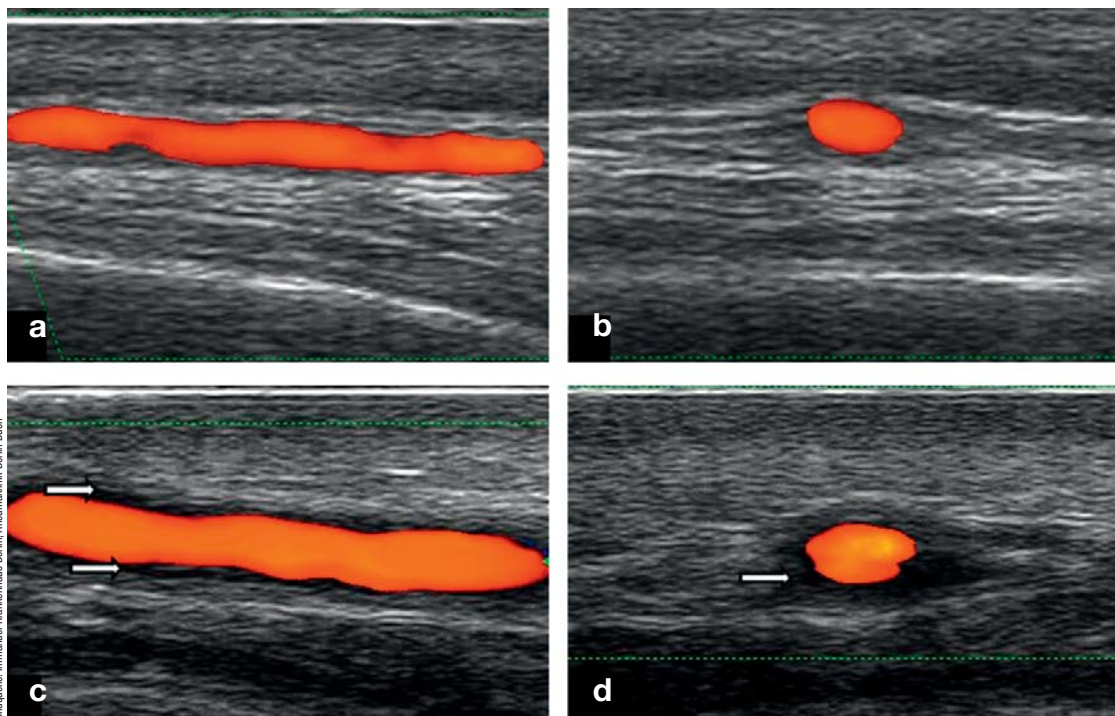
Farbkodierte Duplexsonographie der Arteria temporalis.
